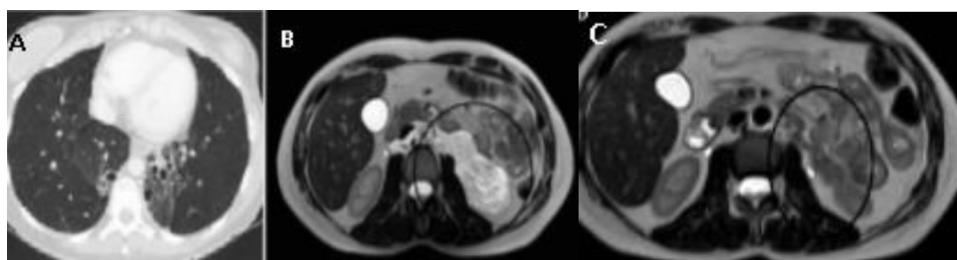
A: TC torácica. Bronquiectasias centrales y lobares de predominio en ambos LLII de aspecto quístico en LII con pérdida de volumen asociado. B: RMN de abdomen. Lesión retroperitoneal de al menos 80 × 95 mm (T × L), hiperintensa en pT2 con presencia de tabiques en su interior y zonas con restricción de difusión y captación de contraste que sugieren componente sólido. C: RMN de abdomen. Práctica resolución de la masa quística retroperitoneal, con tamaño actual de unos 12 × 35 × 34 mm.
